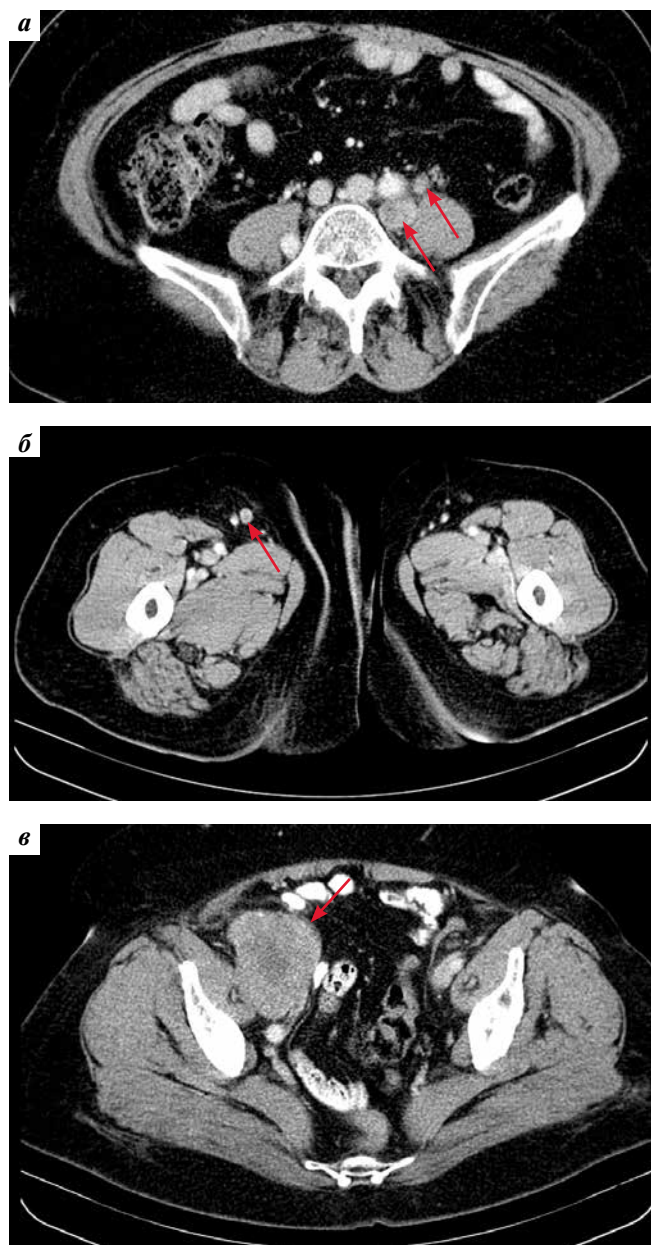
Компьютерная томография органов брюшной полости и органов малого таза с внутривенным контрастированием от 08.06.2022 (перед началом проведения лекарственной терапии 2-й линии комбинацией пембролизумаба и леватиниба). Увеличение размеров опухолево-пораженных лимфатических узлов (ЛУ) по ходу левой общей подвздошной артерии и появление новых рядом расположенных пораженных ЛУ (а), уменьшение размеров ЛУ в правой паховой области (б) и увеличение ЛУ в области правых наружных подвздошных сосудов (в) (указаны стрелками)
